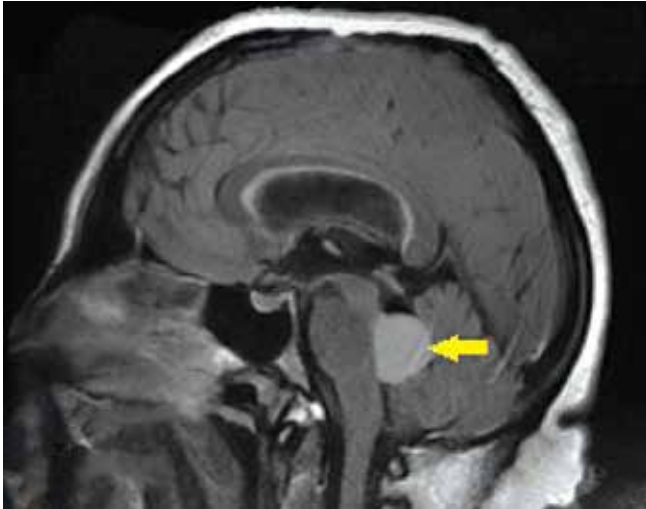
Пациентка К., 41 год. Магнитно-резонансная томография, T2-взвешенные изображения: опухолевый узел в области IV желудочка (указан стрелкой)
